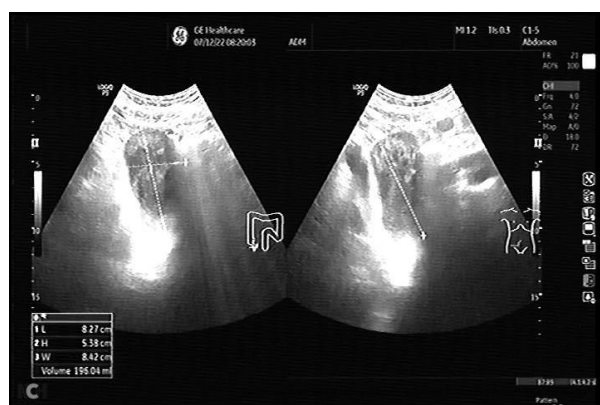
Ecografie abdominală: formațiune hipoecogenă tubulară de 82/53/84 mm în fosa iliacă dreaptă, atașată cecului (mucocel apendicular).
